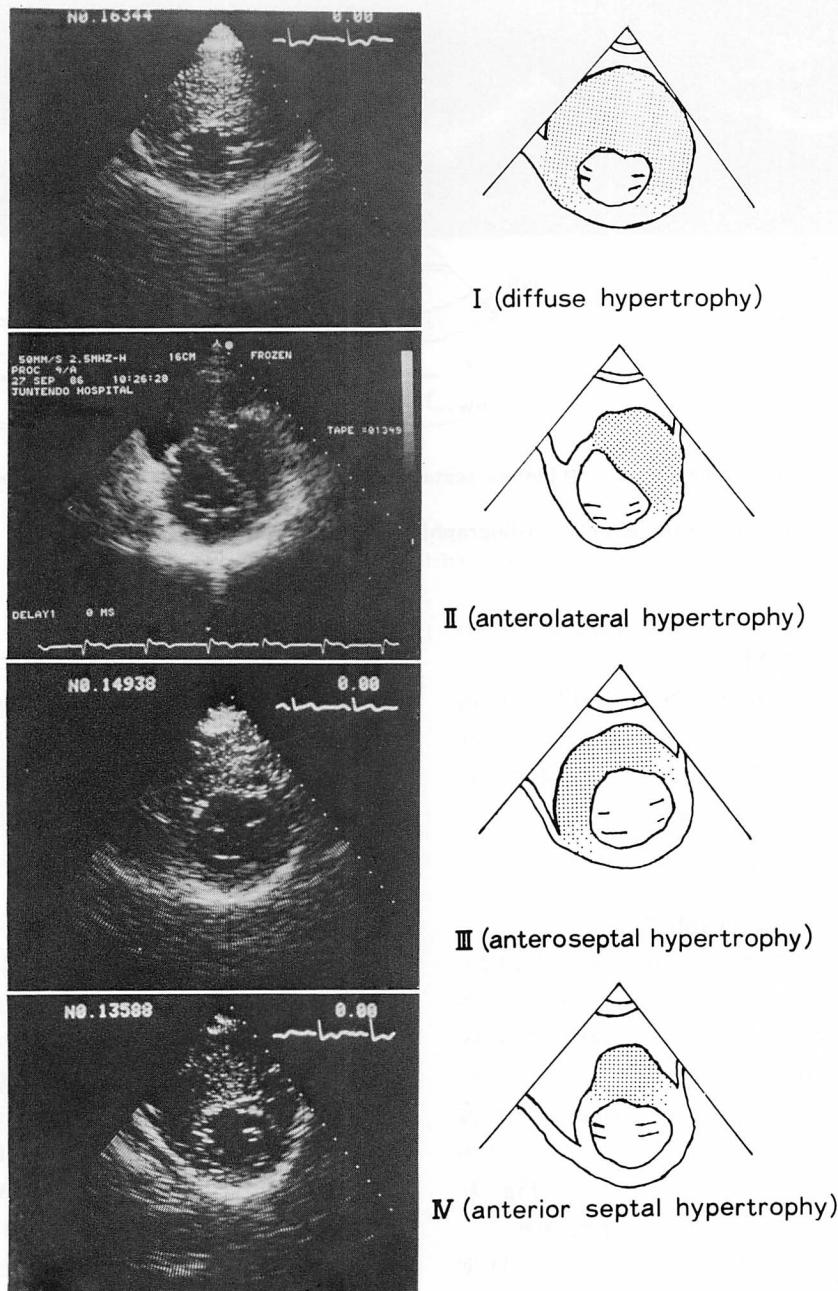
Four fundamental echocardiographic patterns of ASH (short-axis view).
